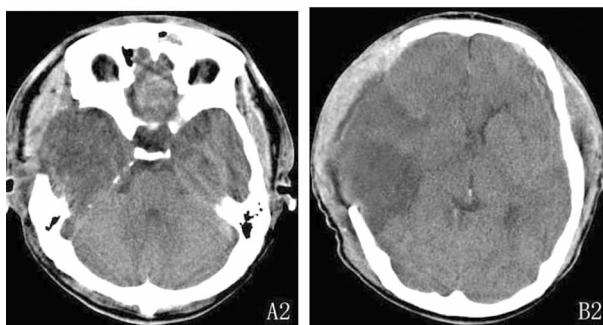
大骨瓣减压术后 24 h 的头颅 CT 片
